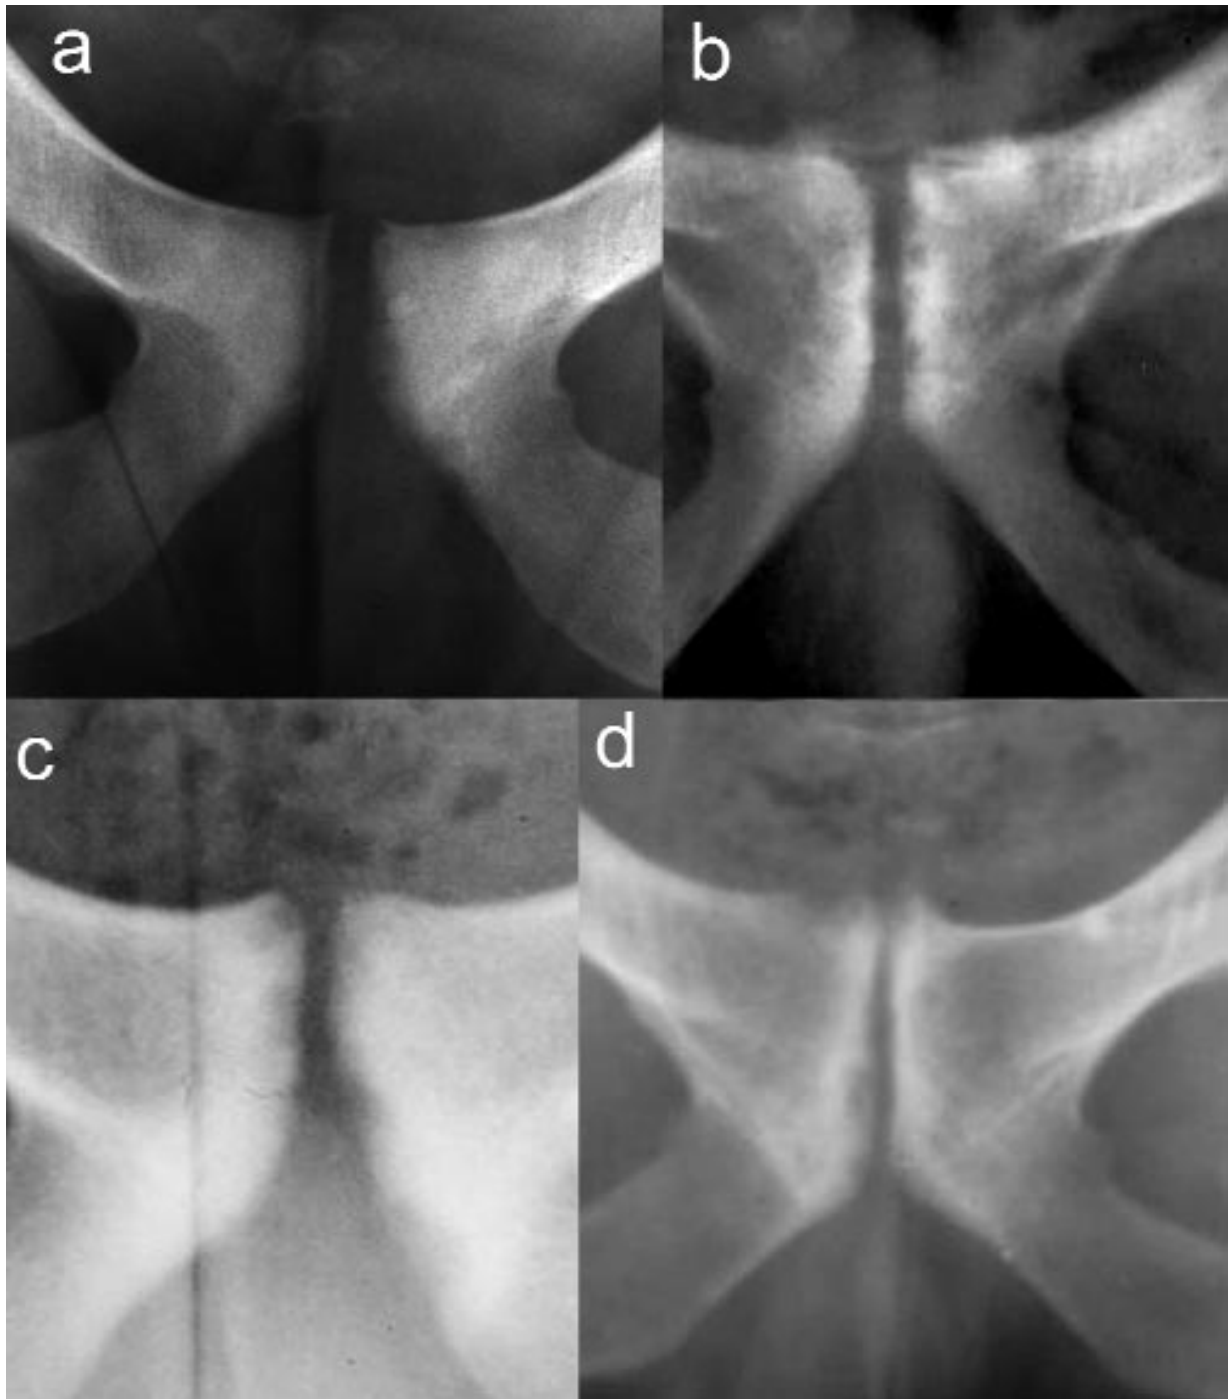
Evolution des stades radiographiques :
